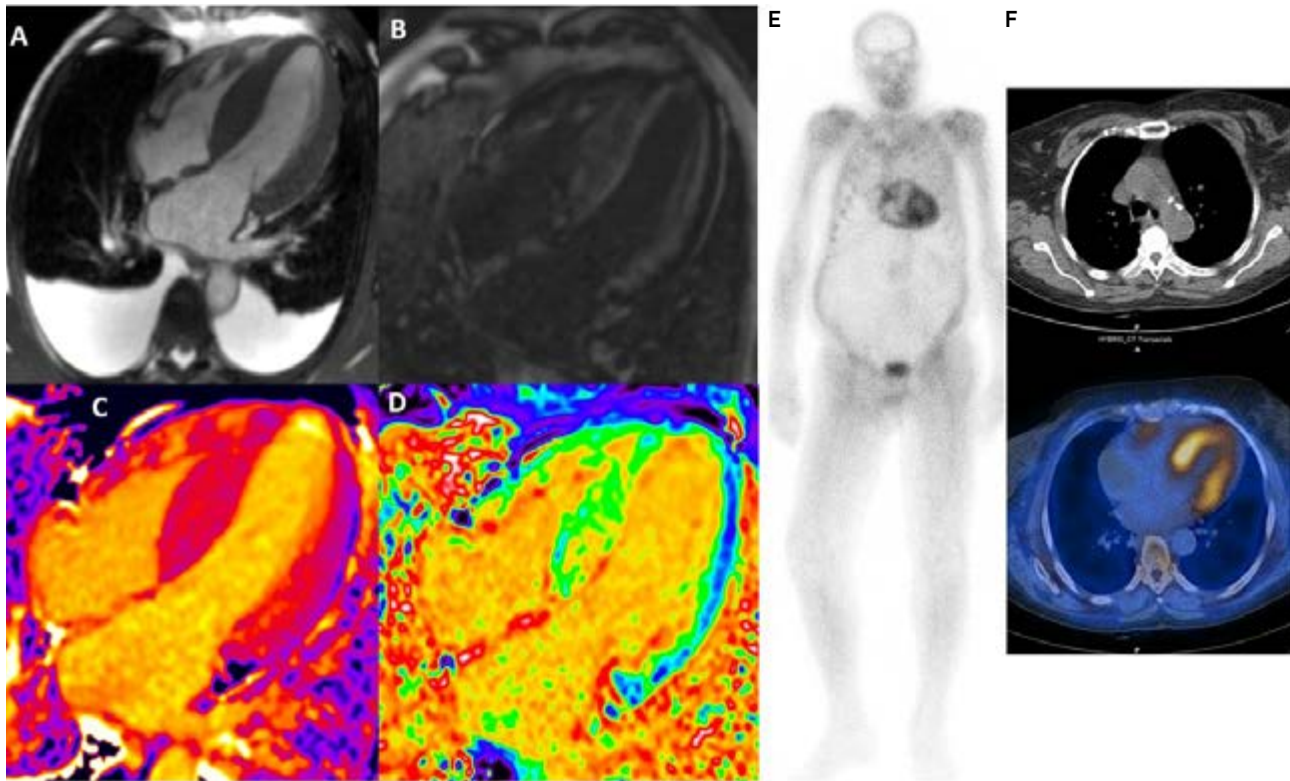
Amiloidosi Cardiaca. Imaging multimodale di un paziente affetto da Amiloidosi Cardiaca, portatore di mutazione del gene codificante la transtiretina. A sinistra immagini di risonanza magnetica cardiaca. Nelle sequenze cine SSFP (immagine A) si osserva un marcato incremento degli spessori parietali biventricolari (MWT 22 mm) e della massa cardiaca (199 g/m²) con un ridotto stroke volume (28 mL/m²) ed una ridotta una funzione longitudinale (MAPSE 6 mm, TAPSE 13 mm). Nelle sequenze post-contrastografiche tardive (immagine B) si noti LGE diffuso biventricolare, prevalentemente subendocardico ma anche transmurale a livello del setto interventricolare. All'analisi di mappa si osserva un significativo incremento del tempo di rilassamento tissutale T1 nativo (immagine C) e dei valori di volume extracellulare (immagine D). Il quadro è suggestivo di infiltrazione interstiziale di tipo amiloide. Alla scintigrafia miocardica eseguita con ⁹⁹Tecnezio-pirofosfato (immagine E) si osserva un marcato ed omogeneo iperaccumulo del radiotracciante a livello cardiaco, di intensità paragonabile a quella ossea (Perugini 2), reperto confermato alle SPECT/TC (immagine F) e caratteristico di amiloidosi TTR relata.
